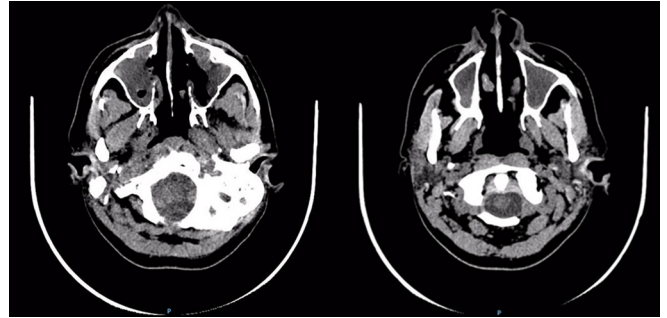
Tomografia computadorizada do crânio, corte axial, mostrando extenso comprometimento da cavidade nasal e seios maxilares.
